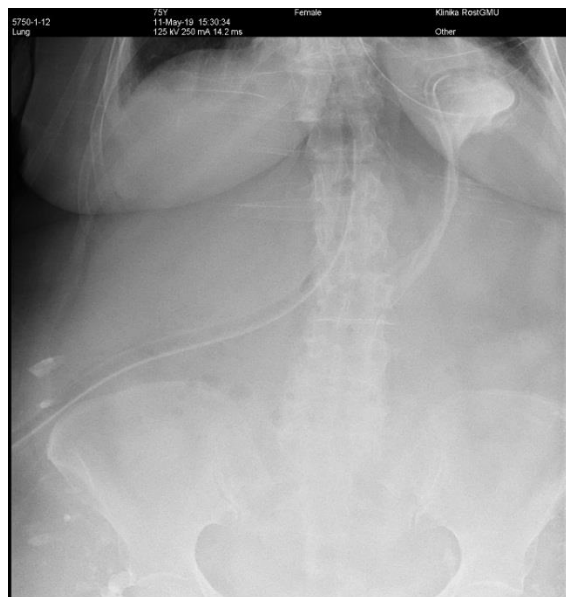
Рентгенограмма больной Ц., 75 лет, на 28-е сутки лечения с применением вакуумной терапии, зафиксирована полная ликвидация свища.
